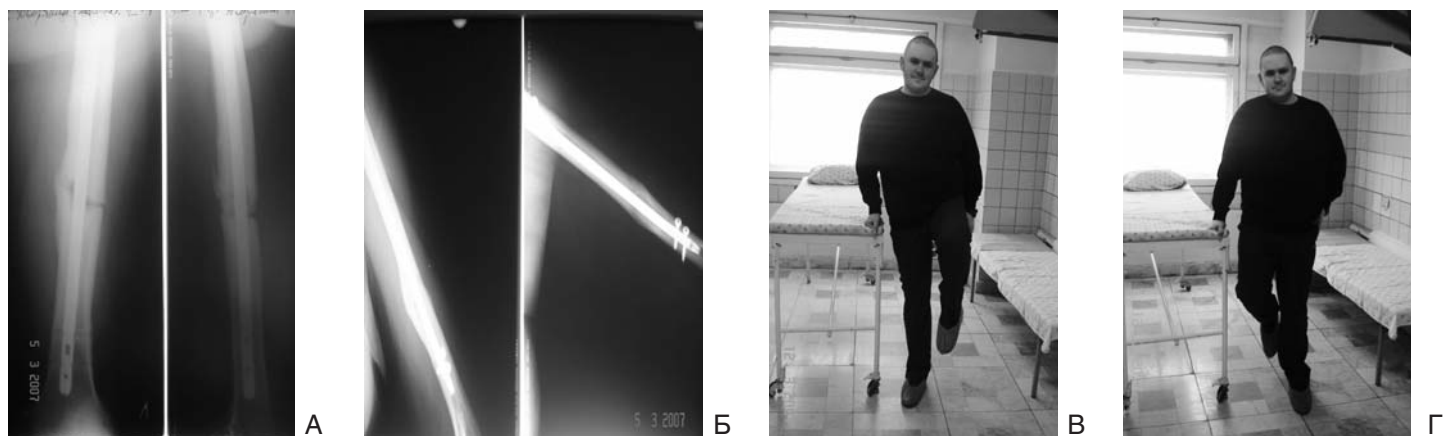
Рентгенограммы больного Д. через 4 месяца после операции остеосинтеза переломов левого бедра А, левого плеча В; и общий вид: В и Г.
